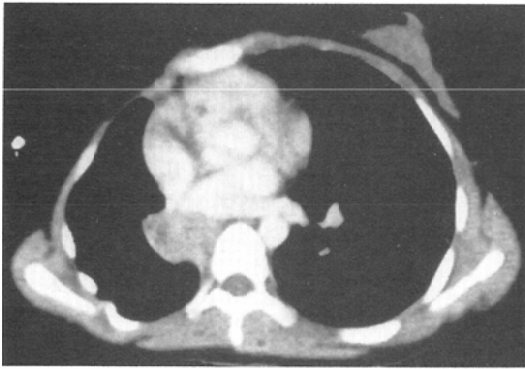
CT image shows low density mass in the right lung (→).
